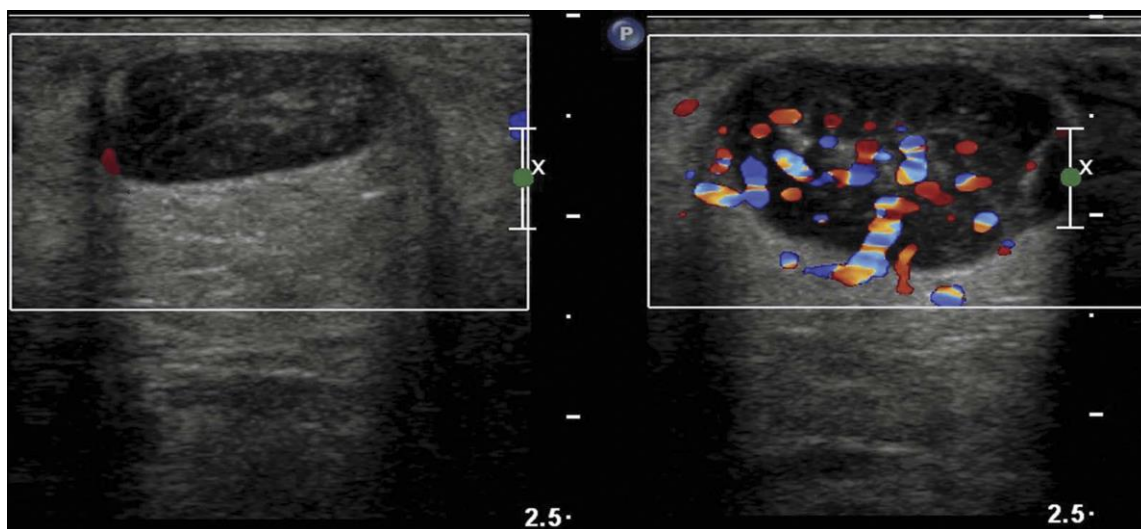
En la imagen Doppler contraste la imagen izquierda 3a es asintomática y en la imagen de la derecha 3b hay una marcada hiperemia que se cree que es causada por la presencia de neovascularización Fuente: Chen D, Caldera F, Kim W. Acute Achilles Tendinopathy Diagnosed with Ultrasound (31)
